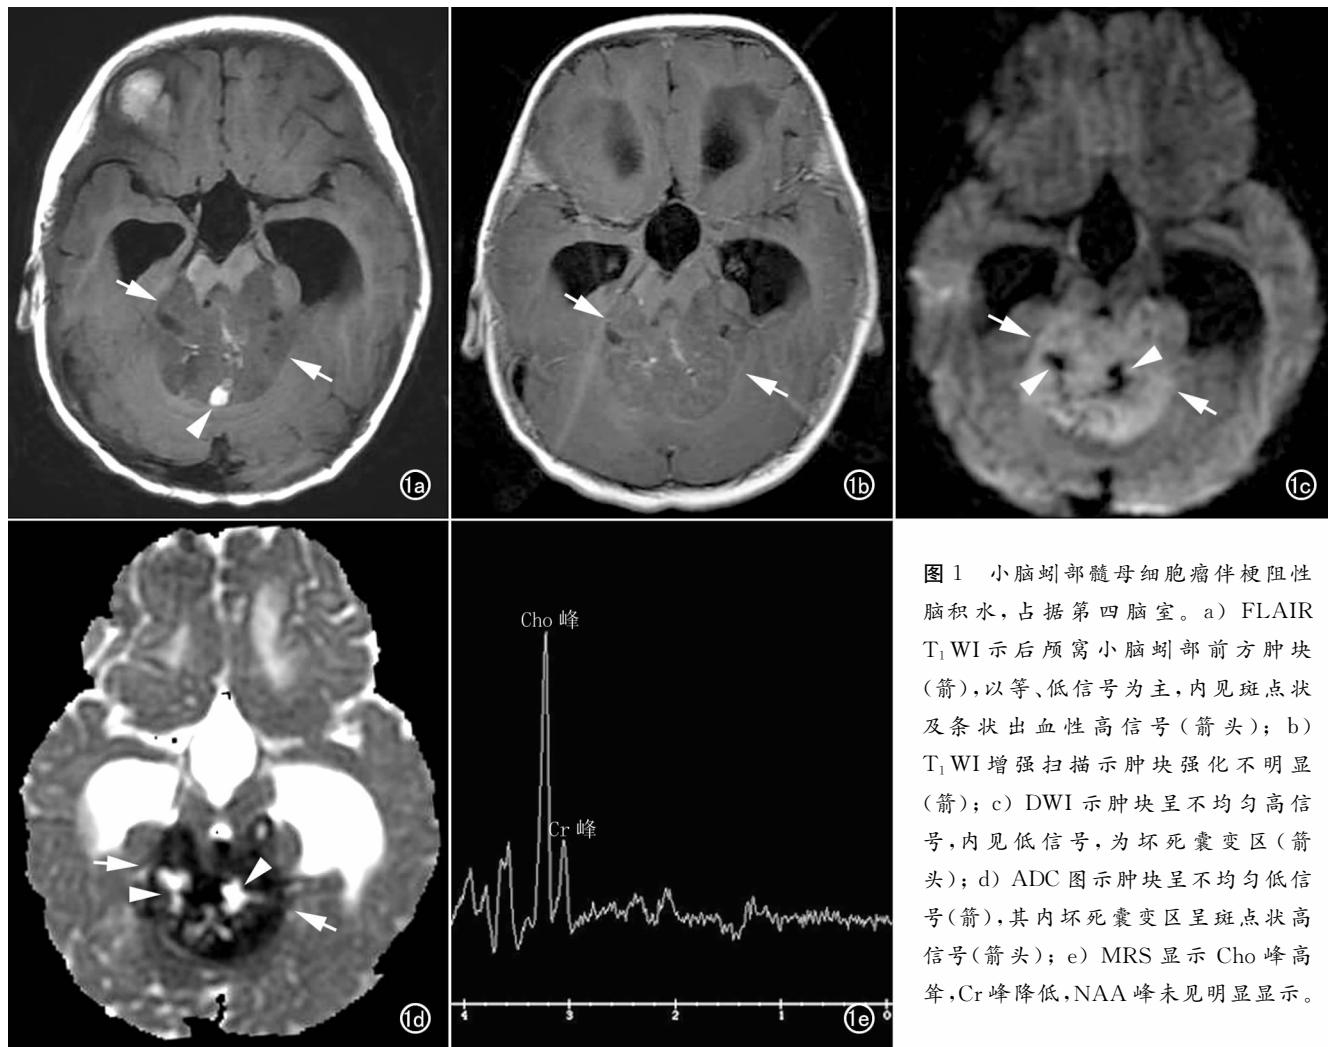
小脑蚓部髓母细胞瘤伴梗阻性脑积水, 占据第四脑室。a) FLAIR T_1 WI 示后颅窝小脑蚓部前方肿块(箭), 以等、低信号为主, 内见斑点状及条状出血性高信号(箭头); b) T_1 WI 增强扫描示肿块强化不明显(箭); c) DWI 示肿块呈不均匀高信号, 内见低信号, 为坏死囊变区(箭头); d) ADC 图示肿块呈不均匀低信号(箭), 其内坏死囊变区呈斑点状高信号(箭头); e) MRS 显示 Cho 峰高耸, Cr 峰降低, NAA 峰未见明显显示。
